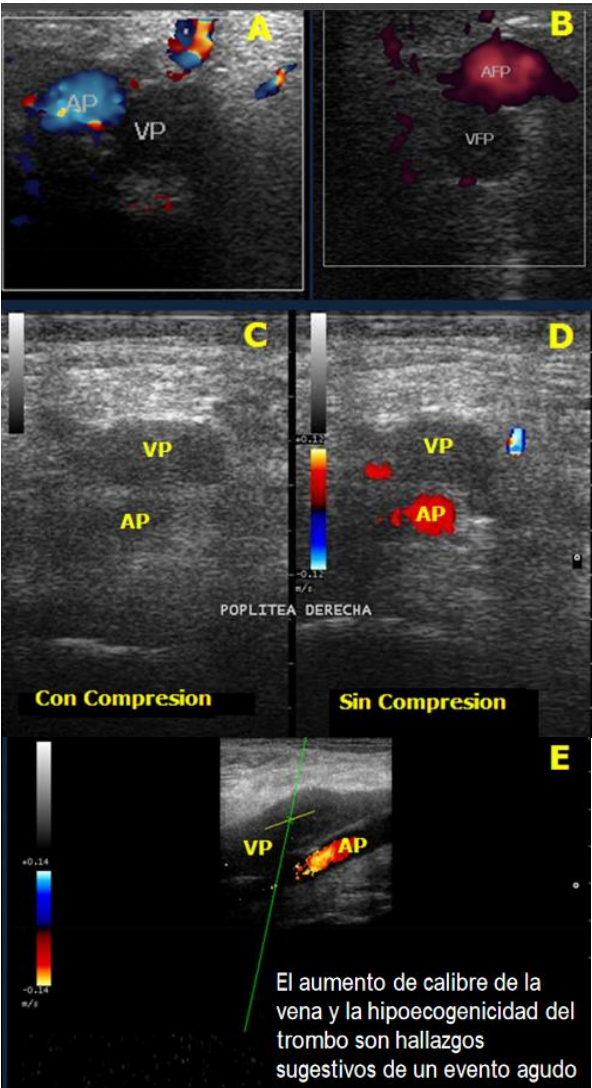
La presencia de material hipocóico intraluminal con ausencia de flujo al examen Doppler color y de potencia (A y B) que impiden el colapso venoso con la presión del
